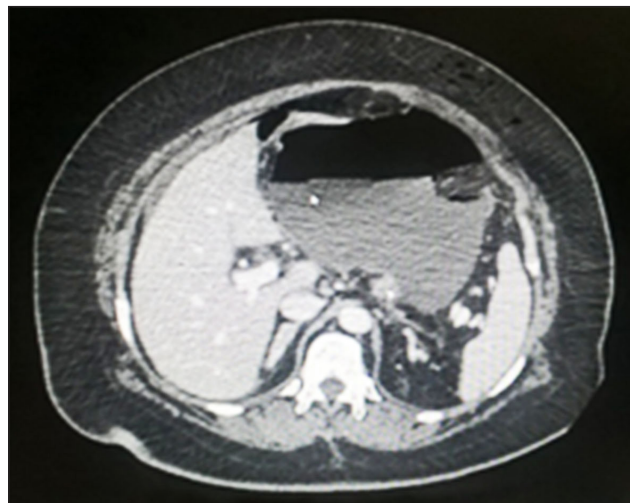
Скопление жидкости газа в верхнем этаже брюшной полости. КТ-исследование
